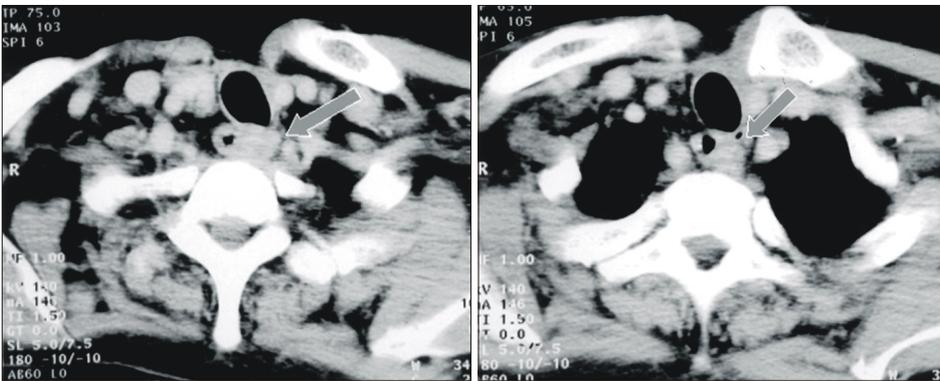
CT findings shows nodular soft tissue attenuated lesion is noted along left paraesophageal area (T2 level) which seems to invade esophageal wall (arrow).
